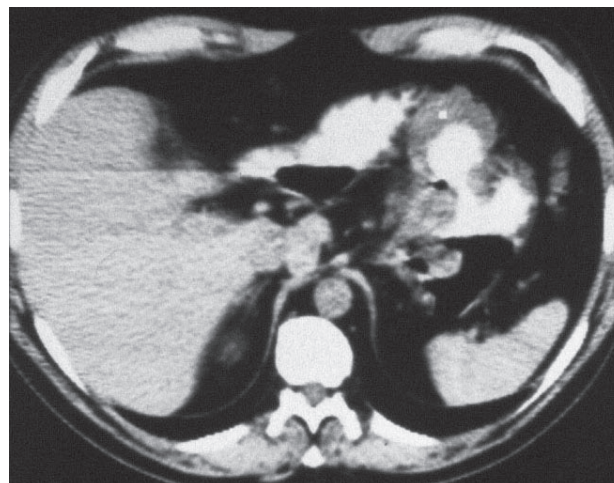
КТ верхнего отдела живота выше ворот печени. Желудок, заполненный контрастным веществом, деформирован в виде гриба, стенки его утолщены, по малой кривизне отмечаются одиночные лимфатические узлы. Печень не увеличена, но плотность ее снижена.
